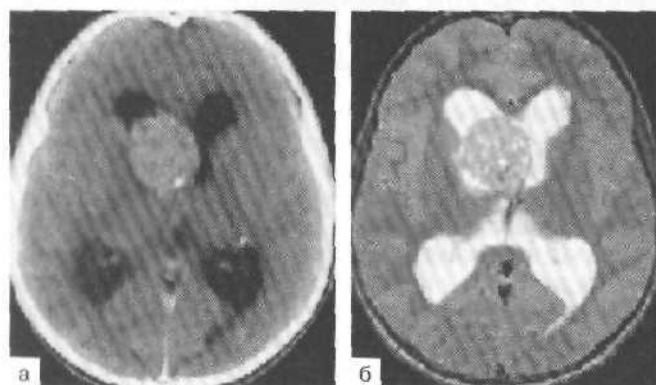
МРТ с контрастным усилением. Субэпендимома, расположенная в области отверстия Монро и переднего рога правого бокового желудочка.
